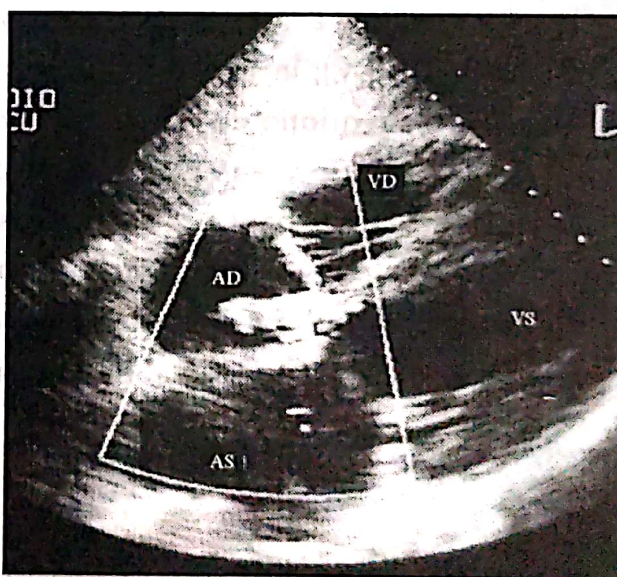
Eco 2D Doppler color.
